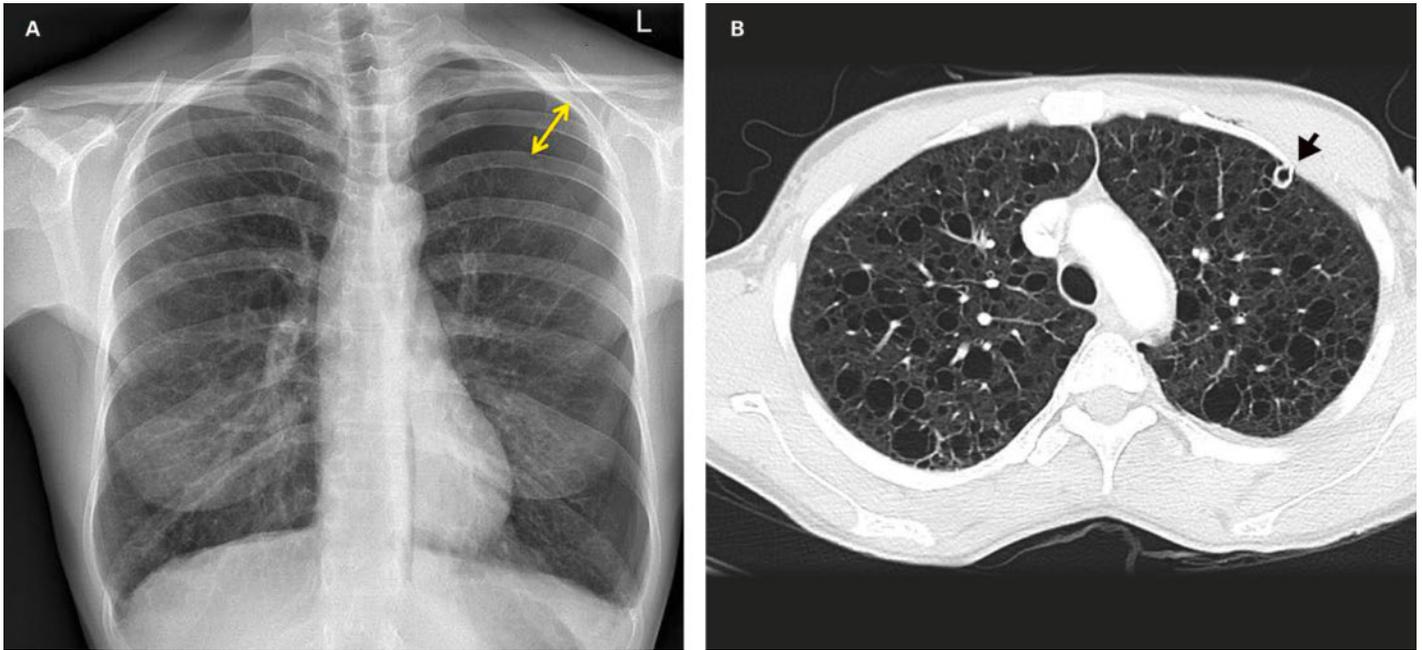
Radiographie thoracique (A) et tomodensitométrie thoracique (B) d'une femme de 36 ans avec pneumothorax spontané secondaire gauche (double flèche jaune [A]). La patiente ne fume pas et souffre d'une lymphangioléiomyomatose (LAM). La tomodensitométrie montre de multiples altérations pulmonaires kystiques et un drain thoracique à gauche (flèche noire [B]).
